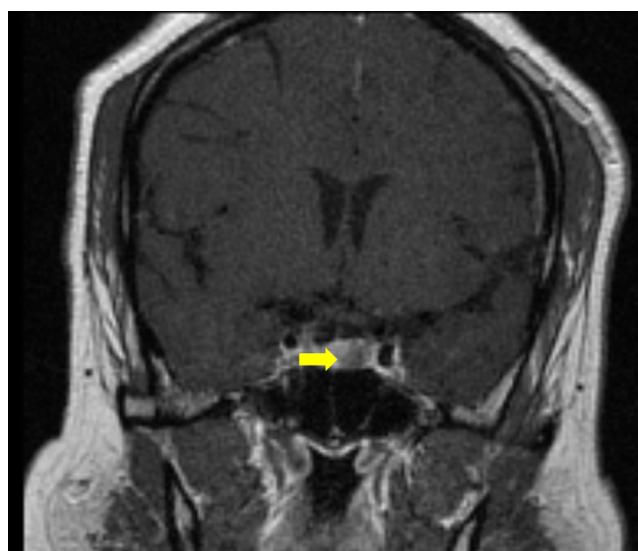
Microadenoma hipofisiario de 8 mm en resonancia magnética de silla turca
